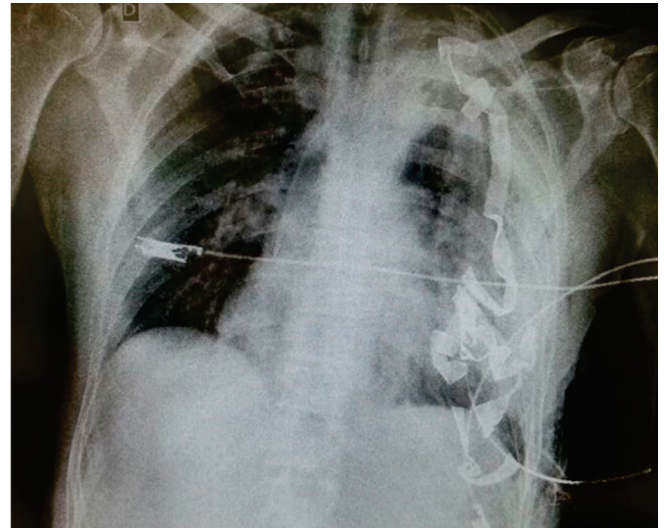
Radiografia de tórax em pós-operatório de empacotamento torácico por coagulopatia. Observar a presença, sete compressas pelas alças radiopacas em hemitórax esquerdo.
